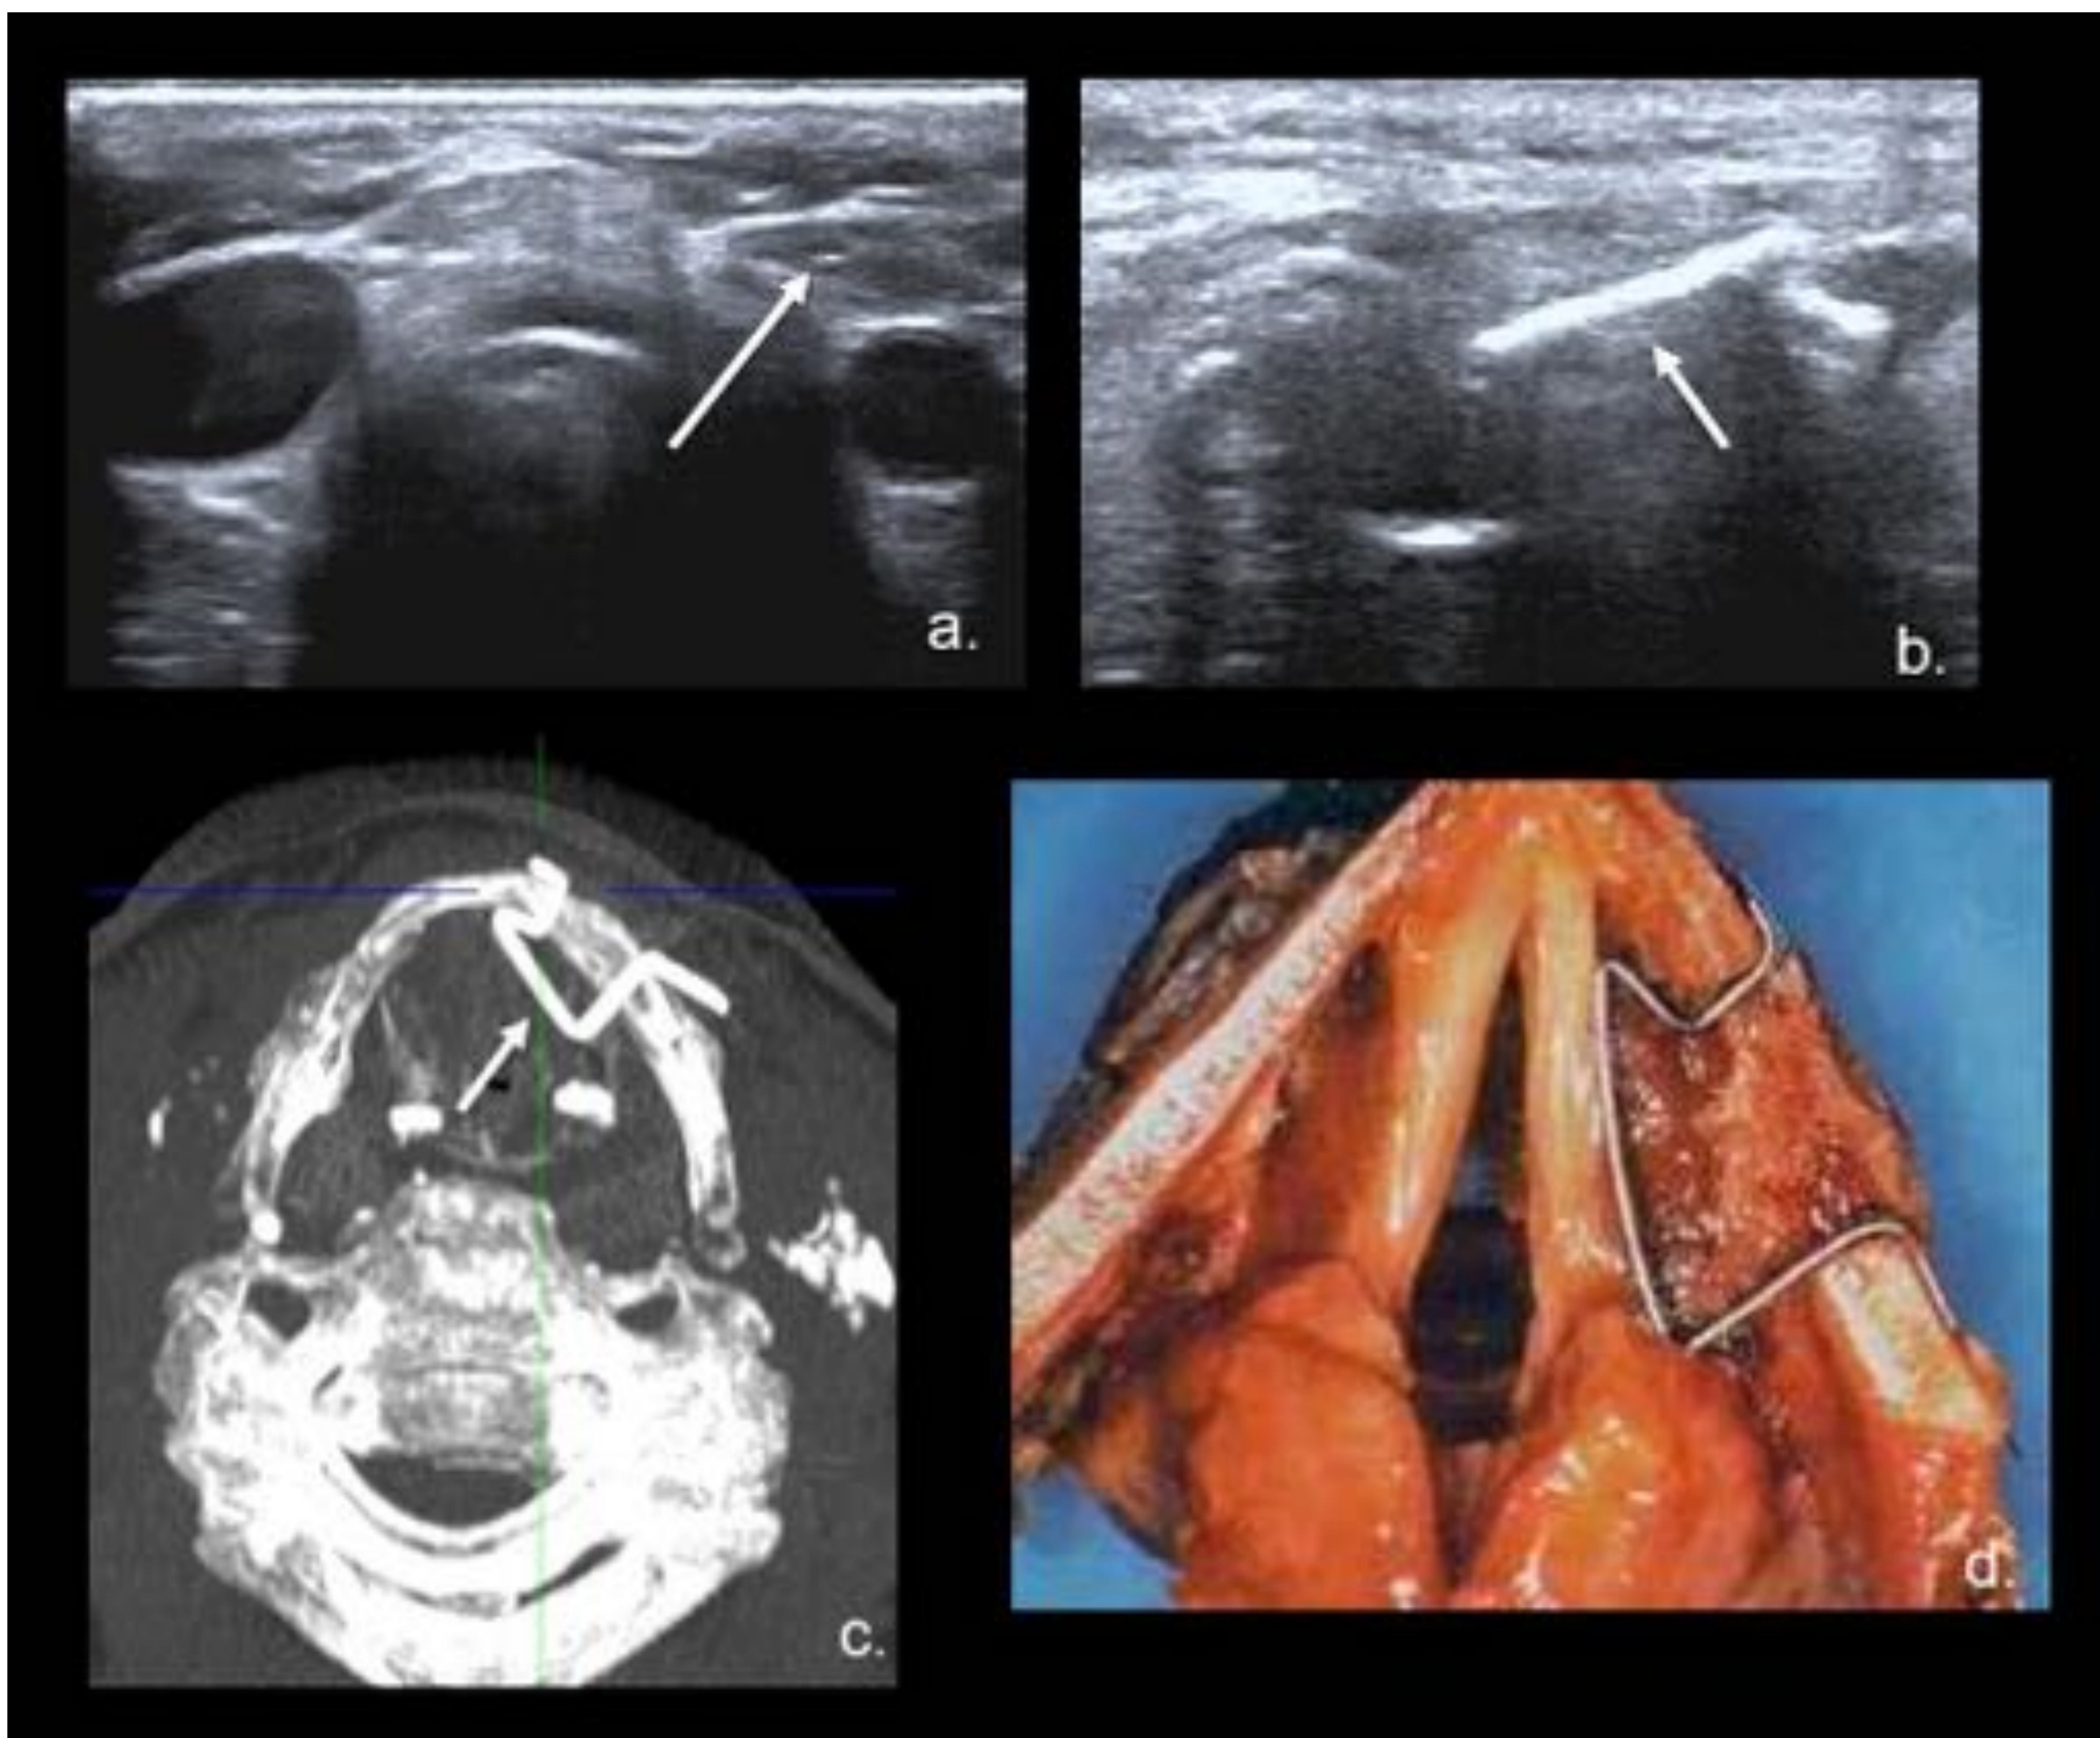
Paciente con parálisis de las cuerdas vocales izquierdas postmedialización con prótesis de tiroplastia. Ecoografía de cuello axial (a.) y sagital (b.) muestra imagen lineal hipercogénica en el lecho de tiroidectomía izquierda correspondiente con prótesis (flecha). TC axial (b.) representa muy bien la prótesis (flecha). (c.) Prótesis en una laringe cadáver (imagen de referencia Prótesis de tiroplastia de titanio Kurz). Referencia: Hospital Universitario Severo Ochoa. Leganés - España.
